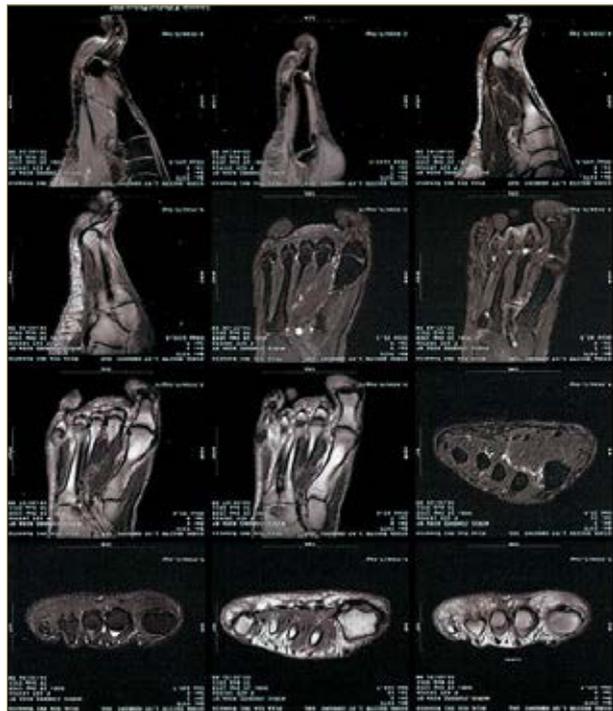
Imagen en RMN del Neuroma de Morton.
